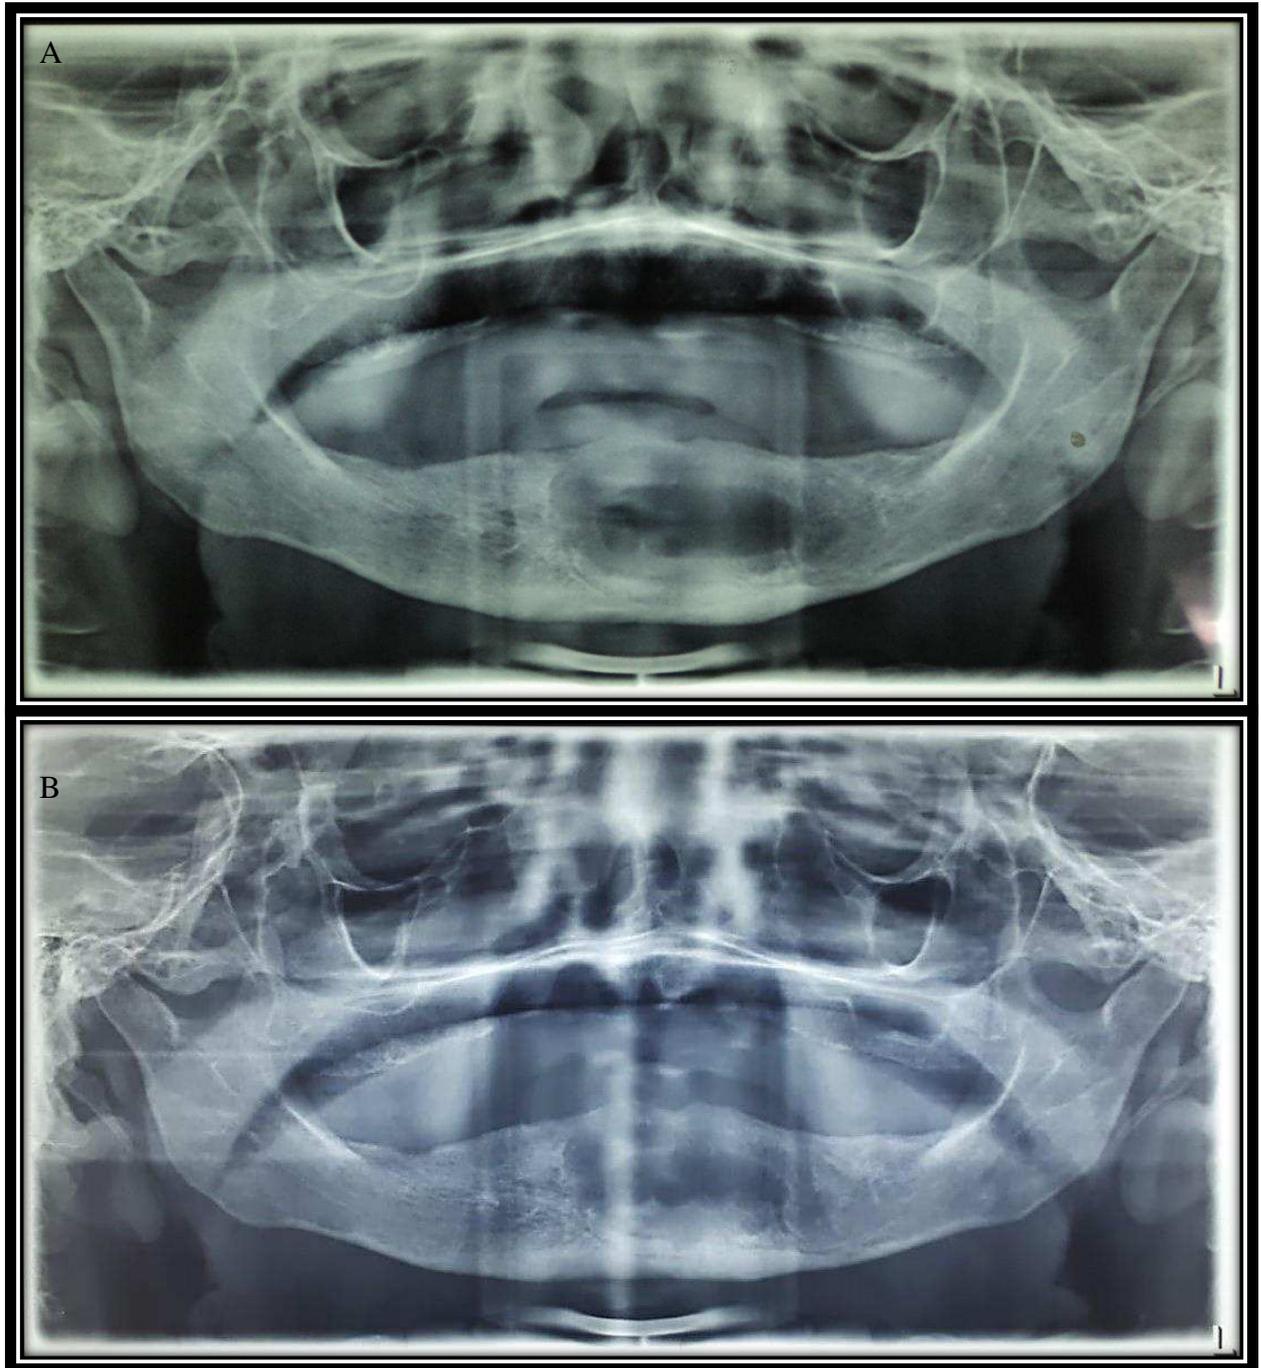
radiografia panorâmica de preservação. Imagem 4A, após seis meses da marsupialização e imagem 4B, após 9 meses.
